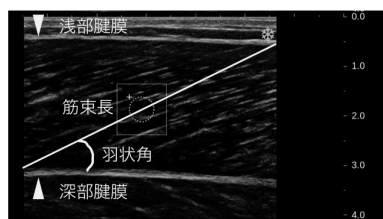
超音波Bモード法で撮像した腓腹筋内側頭の筋束長および羽状角
